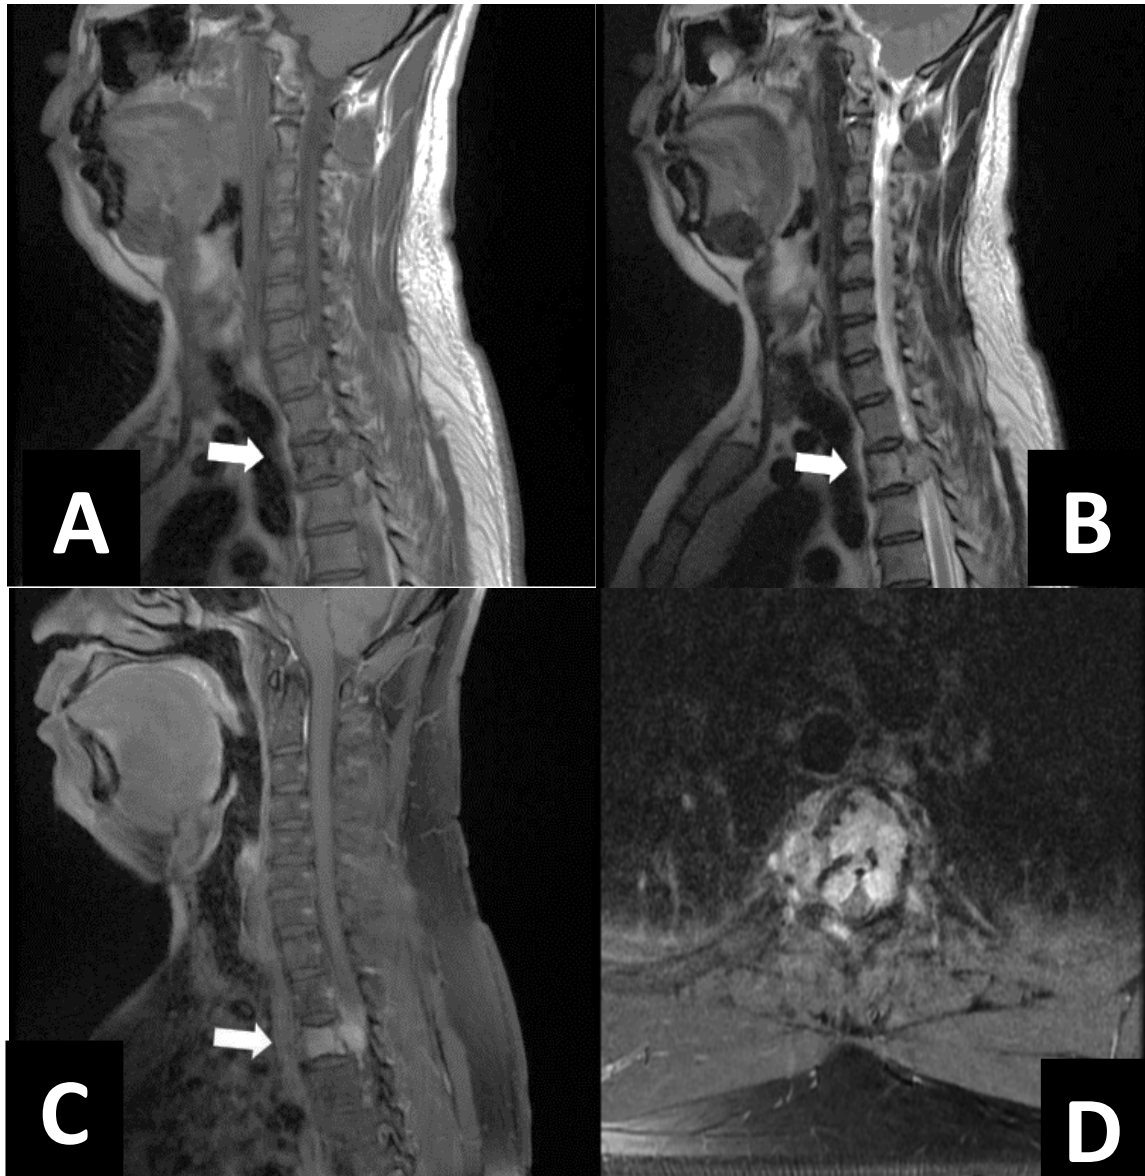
IRM médullaire dorsale montrant une masse hypointense en T1, hyperintense en T2, et fortement rehaussée par le contraste responsable d'une compression médullaire en regard de T3 (flèche). (A) Image sagittale en T1, (B) image sagittale en T2, (C) image sagittale en T1 après injection du gadolinium, et (D) image axiale rehaussée par le contraste au niveau de T3. [76]
